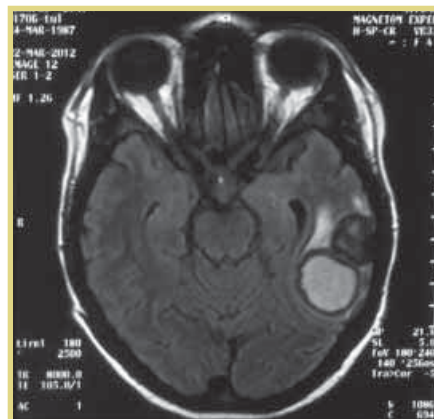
МРТ головного мозга больной К. от 22.03.2012
